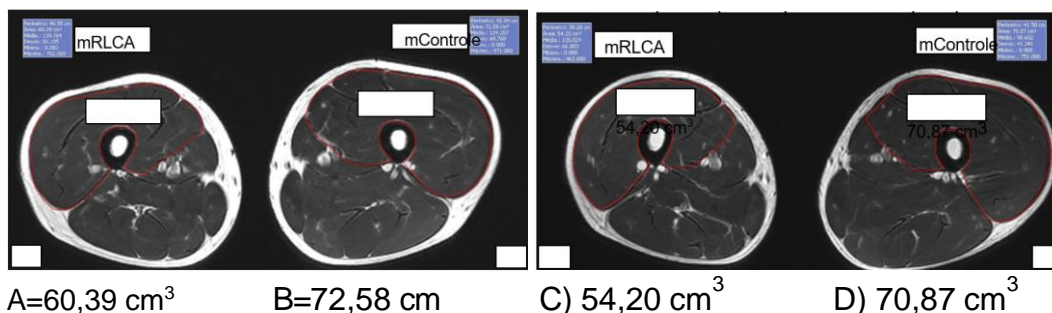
Exemplo de ressonância magnética de paciente indicando o volume do quadríceps no período pré-operatório (A e B) e 4 meses no pós-operatório (C e D)
